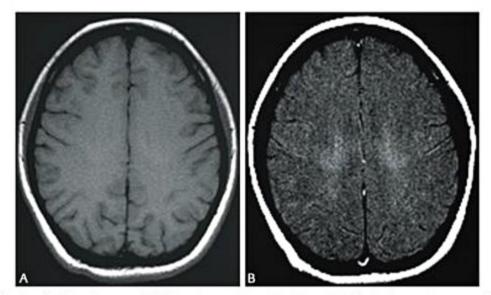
Esclerose lateral amiotrófica. Imagem de RM no plano axial ponderada em T1 (A) não demonstra anormalidade. A mesma sequência, associada à técnica de transferência de magnetização (B), detecta claramente hipersinal bilateral e simétrico nos tratos corticoespinais, achado descrito nessa doença. Observe como em B o sinal do restante do cérebro é menor em virtude do fenômeno de transferência de magnetização.
